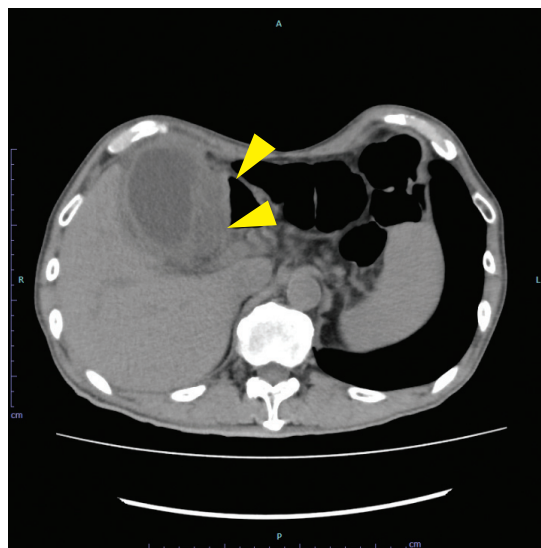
胆嚢周囲膿瘍を伴う急性胆嚢炎の単純 CT 所見
